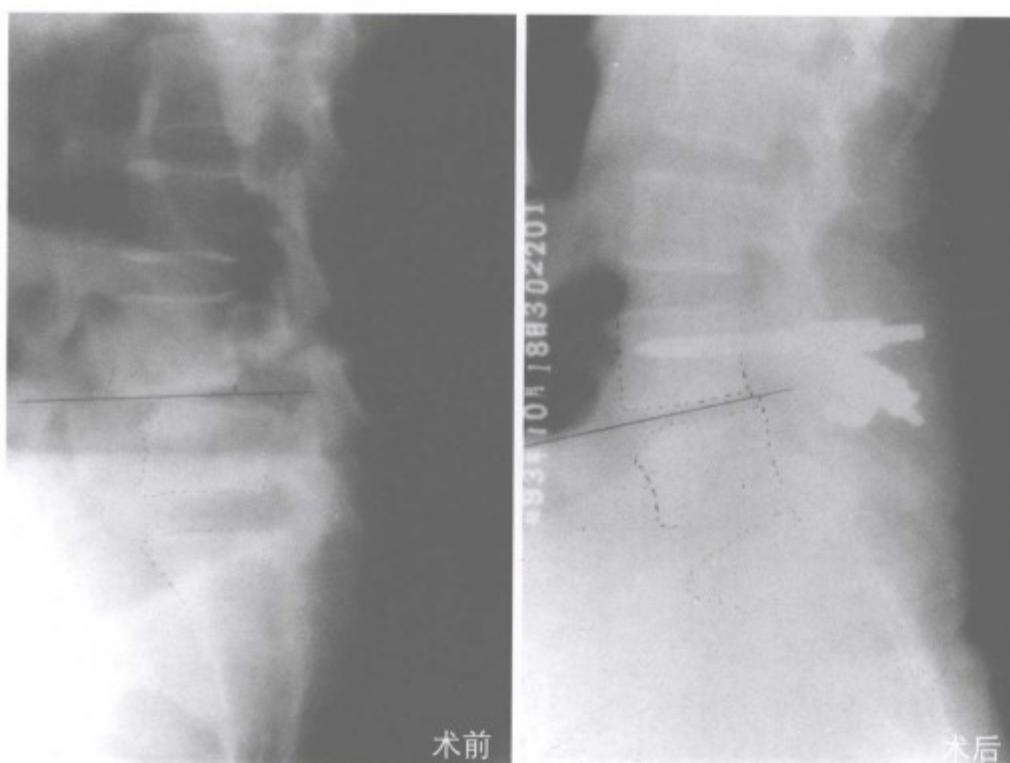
手术前后X线片对照提示滑脱复位满意
